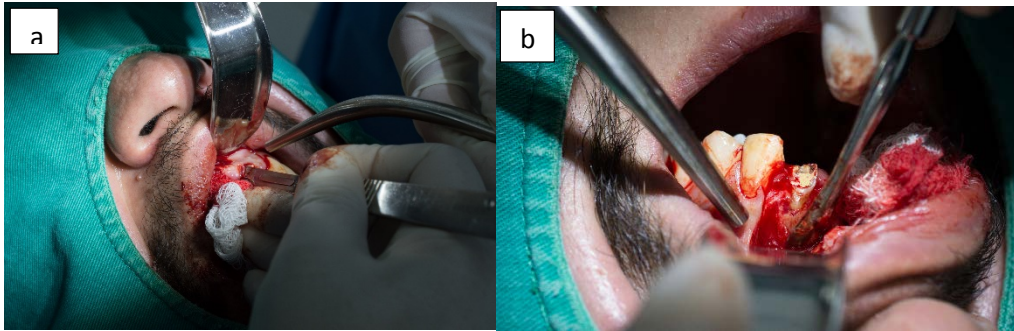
a) incisión. b) levantamiento del colgajo. c) y d) curetaje y eliminación de tejido patológico. e) y f) apicetomía. g) obturación retrograda con MTA. h) y i) relleno con xenoinjerto defecto óseo por periimplantitis y por lesión periapical. j) sutura. Fuente y elaborado: Ma. Isabel Ocaña
